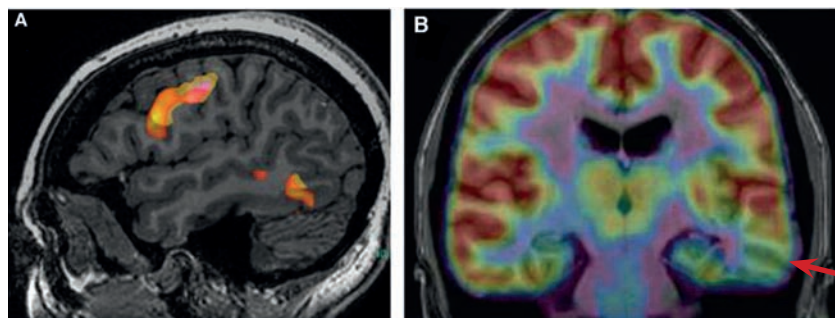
Figure – Épilepsie temporale. A : IRM fonctionnelle pour le langage : activations frontales et temporales inférieures gauches. B : tomographie par émission de positons (TEP) fusionnée à l'IRM : hypométabolisme temporal gauche (hémisphère gauche à droite de l'image).
